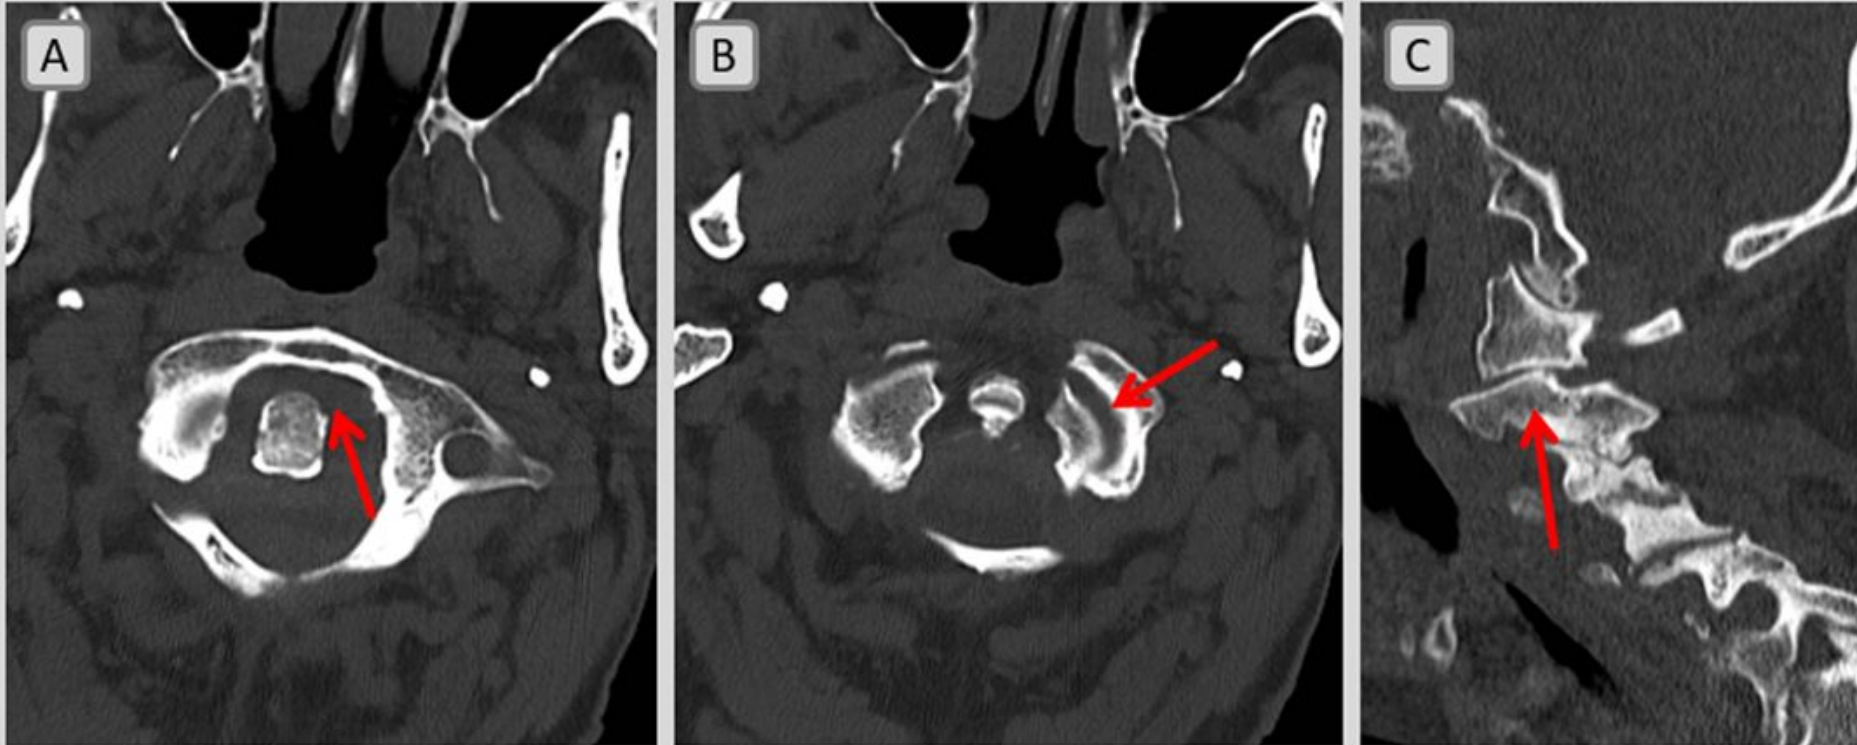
Paciente de 88 años a la que se solicitó una TC craneal por traumatismo craneal y cefalea. El estudio fue informado inicialmente como normal.
